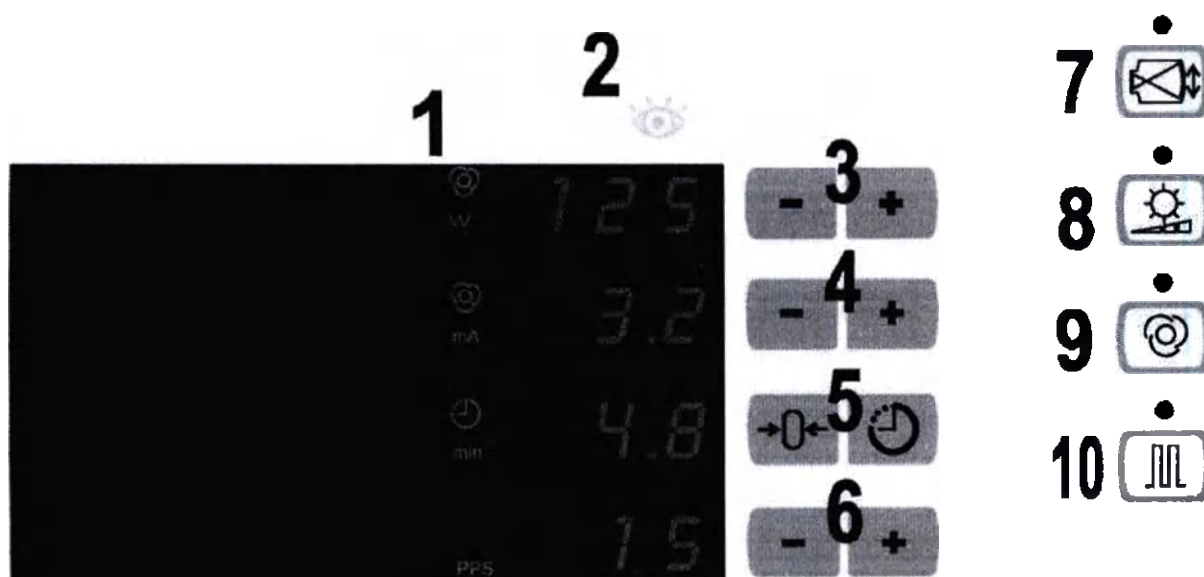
Пульт управления рентгеноскопией.
